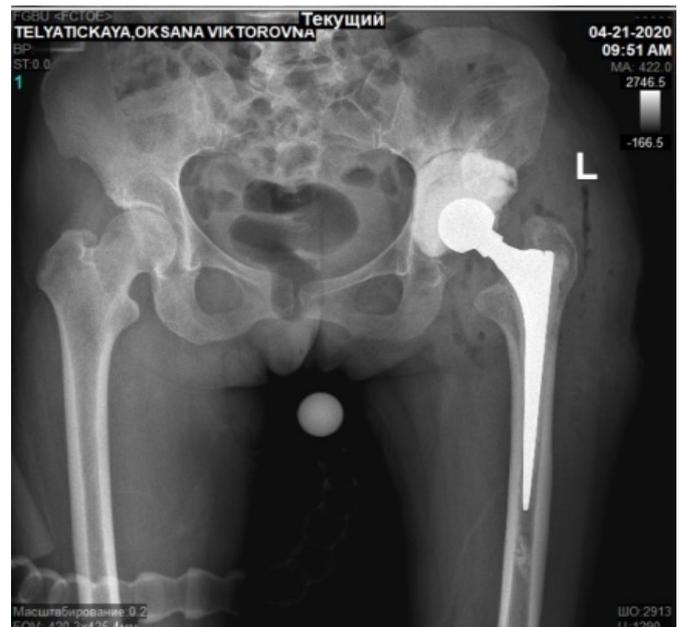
Control radiographs of the left hip joint of the patient T. after the installation of the respacer (direct projection)
